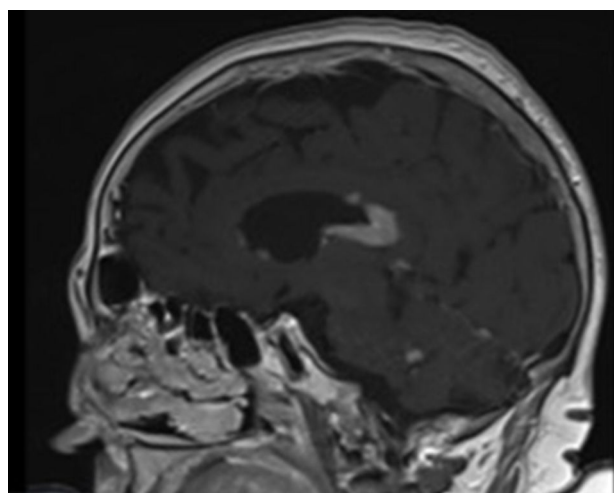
La RMN cerebral muestra imágenes hiperdensas a nivel endependimario-periventricular y cuerpo calloso compatible con linfoma cerebral primario, cerebral.
